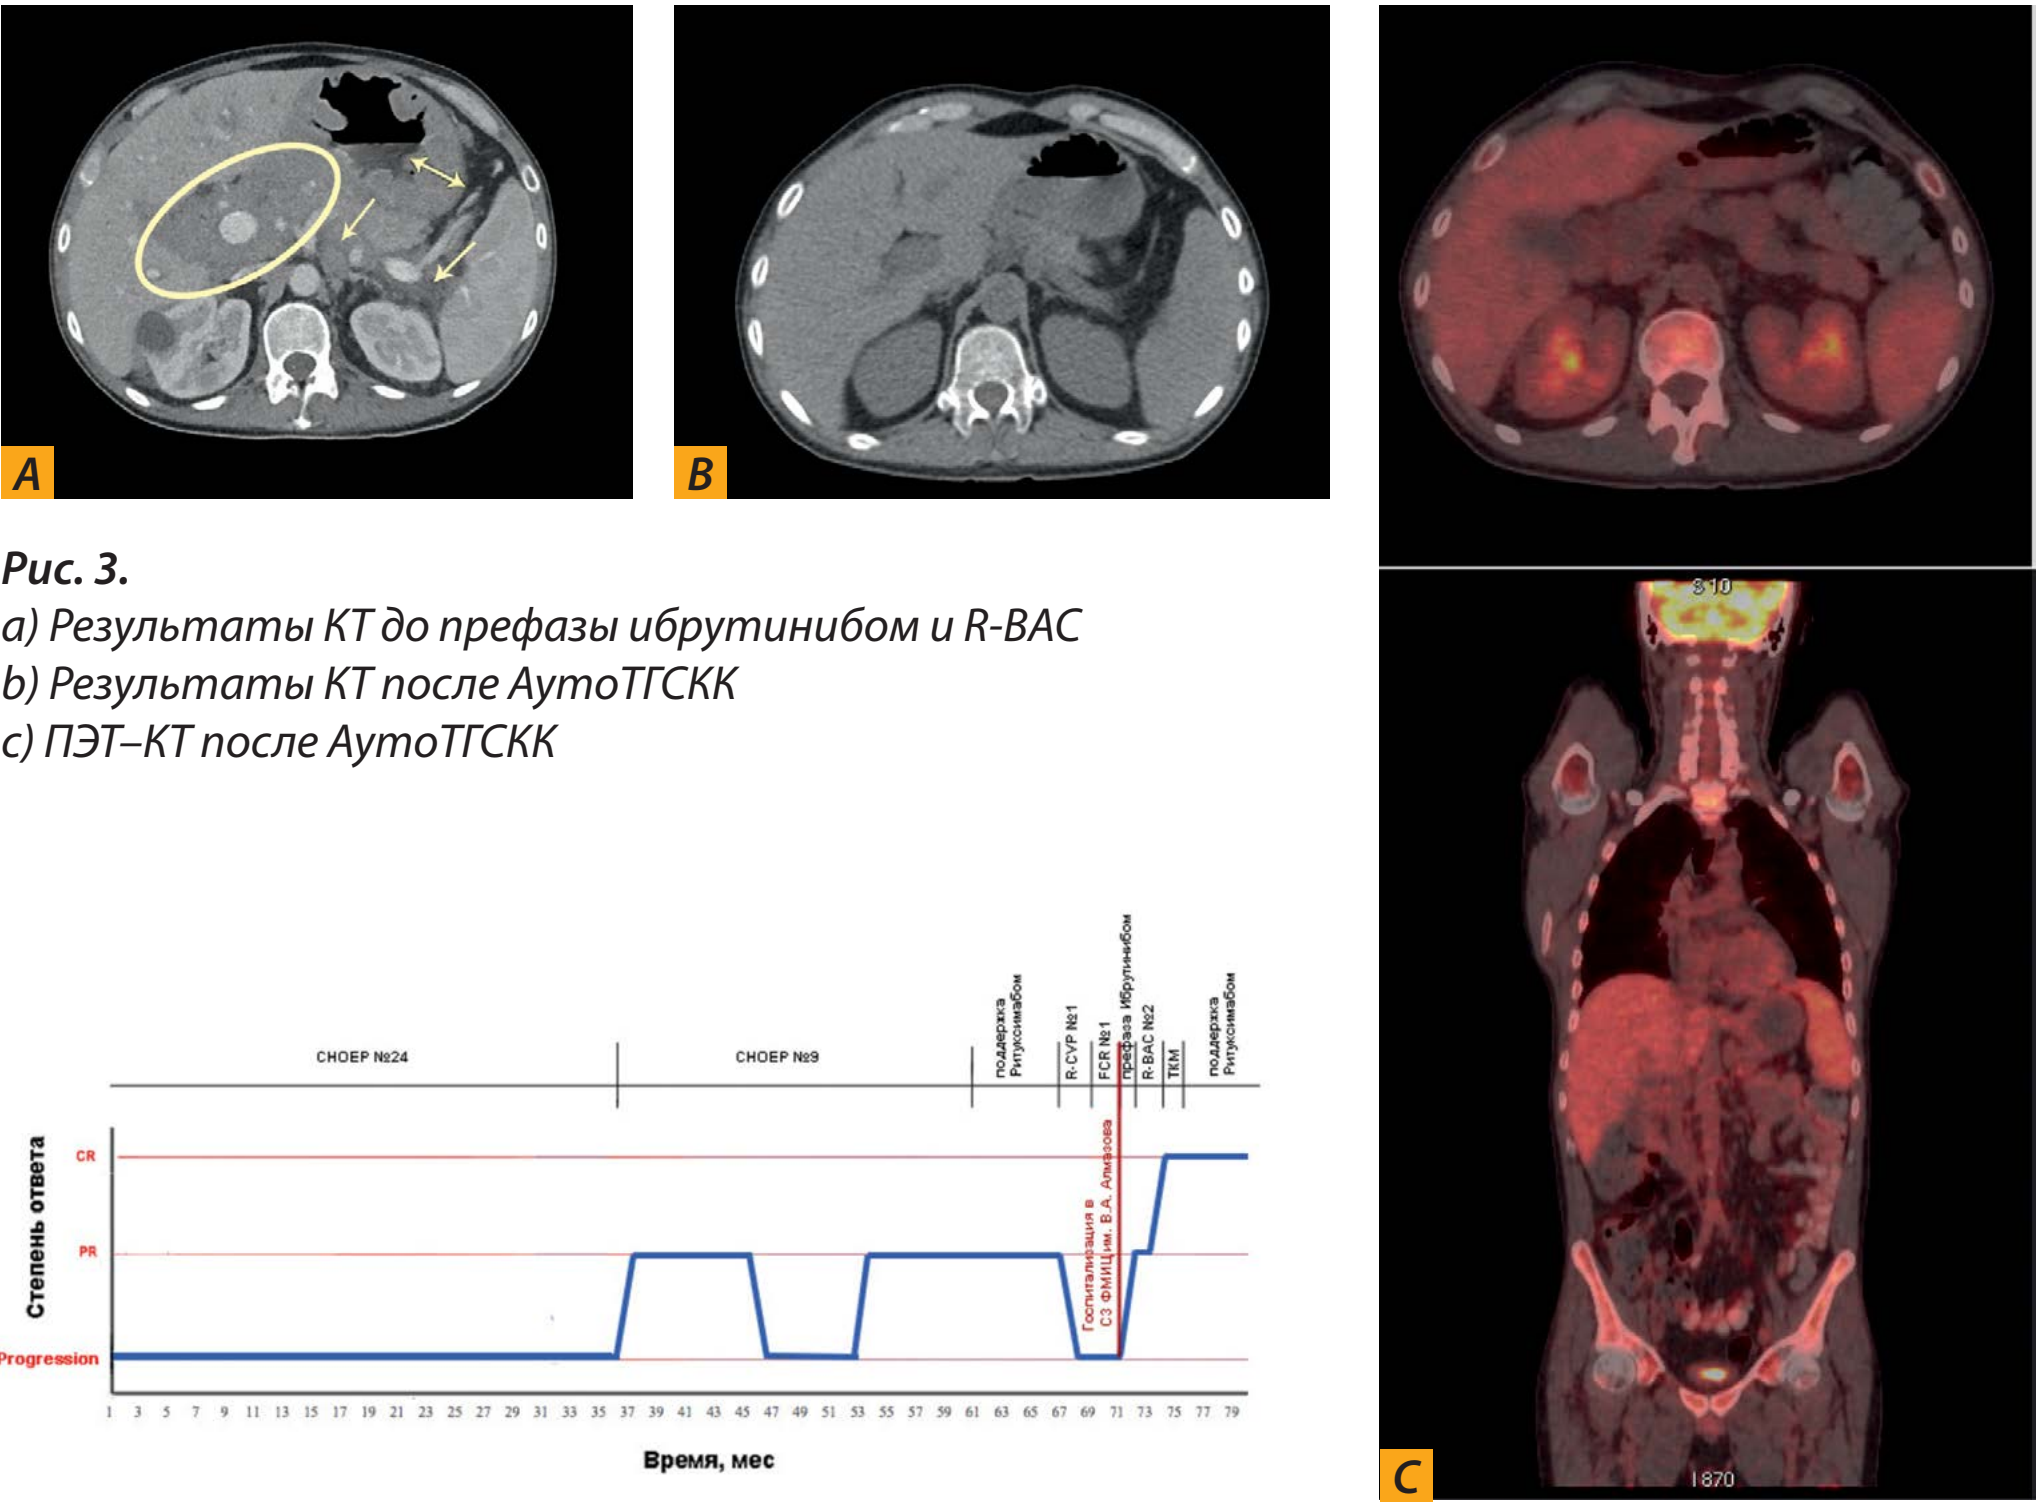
а) Результаты КТ до префазы ибрутиниба и R-BAC б) Результаты КТ после АутоТГСКК в) ПЭТ-КТ после АутоТГСКК
